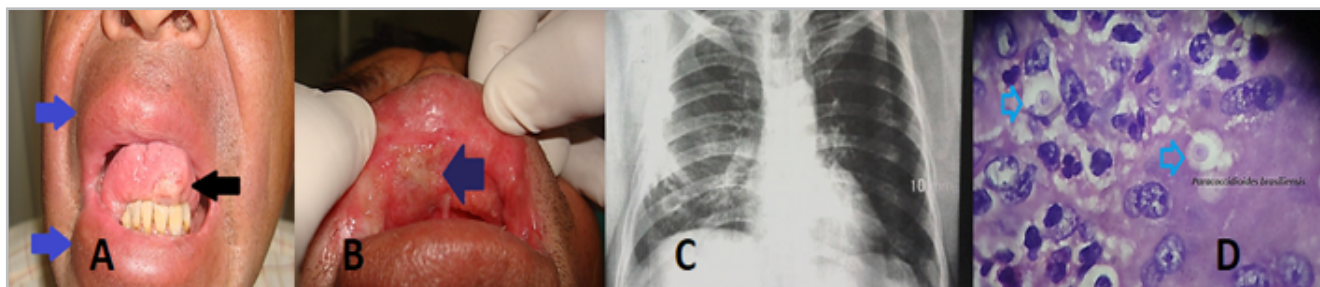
A y B: lesiones granulomatosas localizadas en mucosa oral y lingual. C: radiografía que muestra compromiso intersticial a predominio de pulmón derecho en sus 2/3 inferiores. D: anatomía que revela la presencia de *P. brasiliensis* definiendo el diagnóstico.
